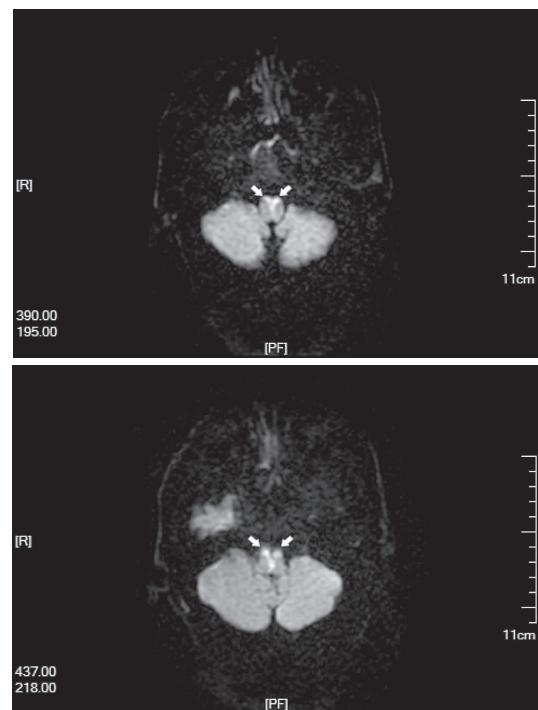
颅脑 DWI 显示双侧延髓前内侧高信号,呈特征性的“心形”外观(如箭头所示)
